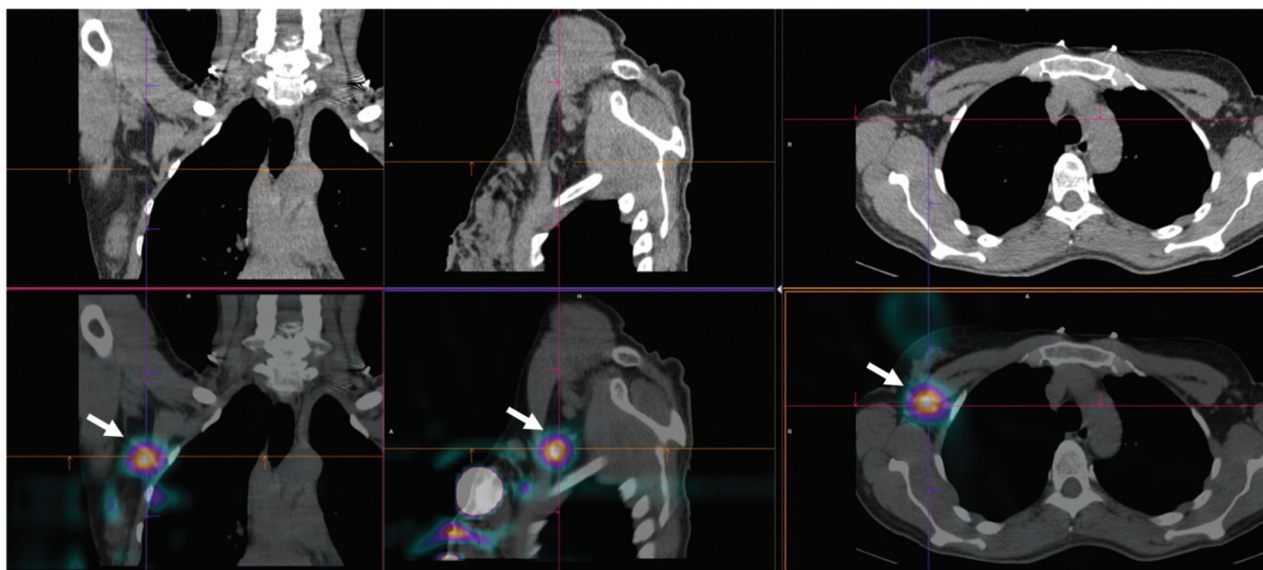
ОФЭКТ/КТ пациентки с опухолью правой молочной железы после введения ^{99m}Tc -алотеха: высокий уровень накопления индикатора в сторожевом лимфатическом узле, расположенном в аксиллярной области (стрелки)
